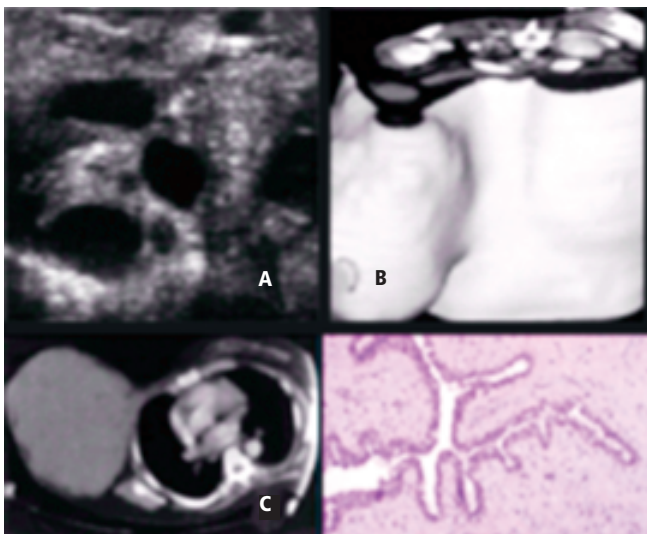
Ultrasonido de alta resolución (A) que muestra múltiples imágenes sólidas alternadas con algunas otras con patrón quístico. En la reconstrucción 3D y corte axial de tomografía (B y C) se observa una masa bien delimitada sin evidencia de realce después de administrar contraste endovenoso. El corte histológico (D) muestra células epiteliales alternadas con células mioepiteliales con marcada celularidad en el estroma y ausencia de células con atipia. (Tinción de H-E 30X).
